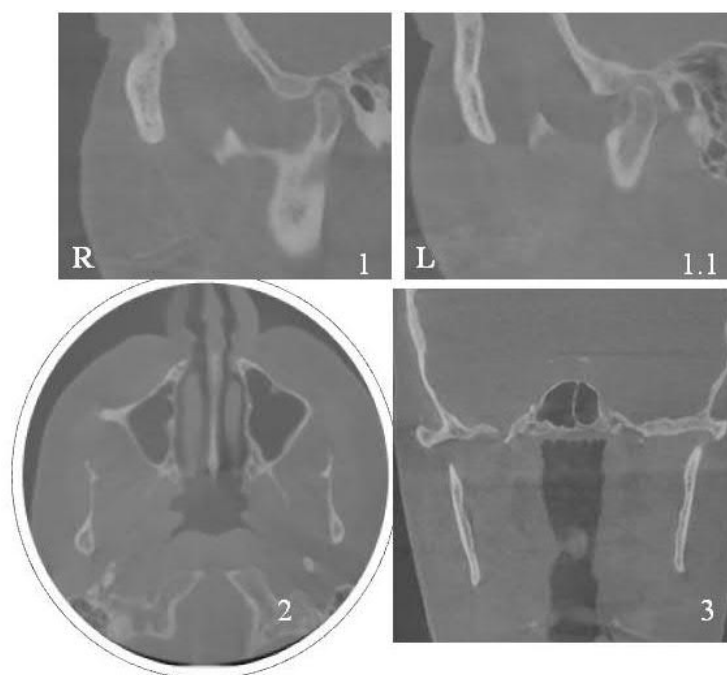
КТ СНЩС пацієнтки Р. 52 р., іст. хв. № 386.
